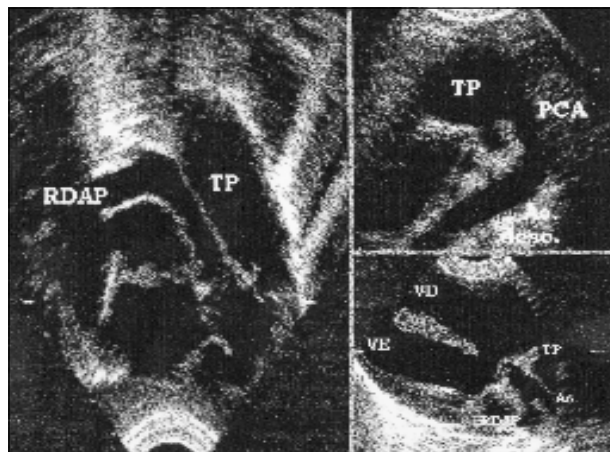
Caso 1 - Ecocardiograma: à esquerda, corte subcostal mostrando o ramo direito da artéria pulmonar, dirigindo-se posteriormente após longo trajeto acima da valva aórtica; à direita, na região superior, persistência do canal arterial comunicando o tronco da artéria pulmonar com a aorta descendente; na região inferior, corte paraesternal longitudinal modificado mostrando ampla comunicação interventricular e a origem do ramo anômalo na região proximal da aorta (Ao).
